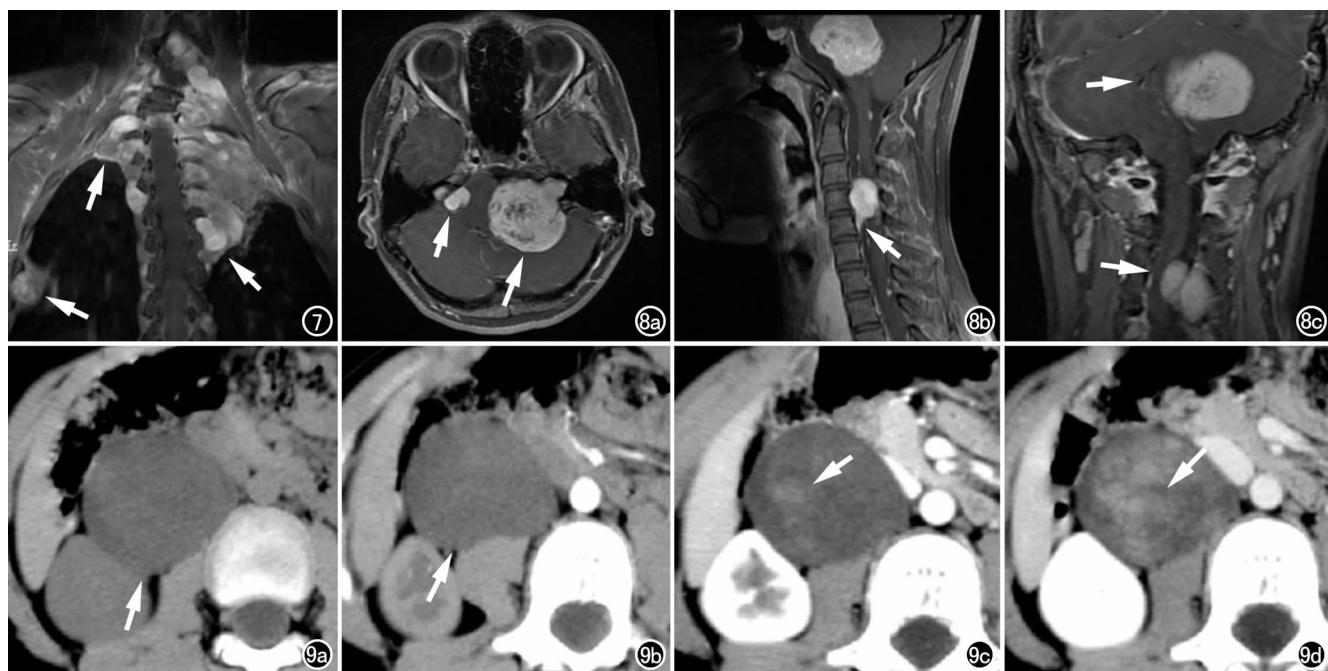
男, 19 岁, GN 并 I 型神经纤维瘤病。冠状面 T_1 WI 增强示双侧颈胸椎骨内外及右侧胸壁多发结节状强化(箭)。图 8 女, 13 岁, GN 并 II 型神经纤维瘤病。a) 横轴面 T_1 WI 增强示双侧听神经瘤及 C_4 椎体水平髓内硬膜下 GN 明显强化(箭); b) 矢状面 T_1 WI 增强示髓内硬膜下病灶可见伪足; c) 冠状面 T_1 WI 增强示四脑室及脊髓受压移位(箭)。图 9 男, 6 岁, 右侧腹膜后 GN。a) 横轴面 CT 平扫示腹膜后类圆形肿块, 密度均匀, 边界清楚(箭); b) 横轴面 CT 动脉期示病灶未见明显强化(箭); c) 横轴面 CT 静脉期示病灶内部片絮状强化(箭); d) 横轴面 CT 延迟期示病灶强化范围进一步扩大(箭)。
